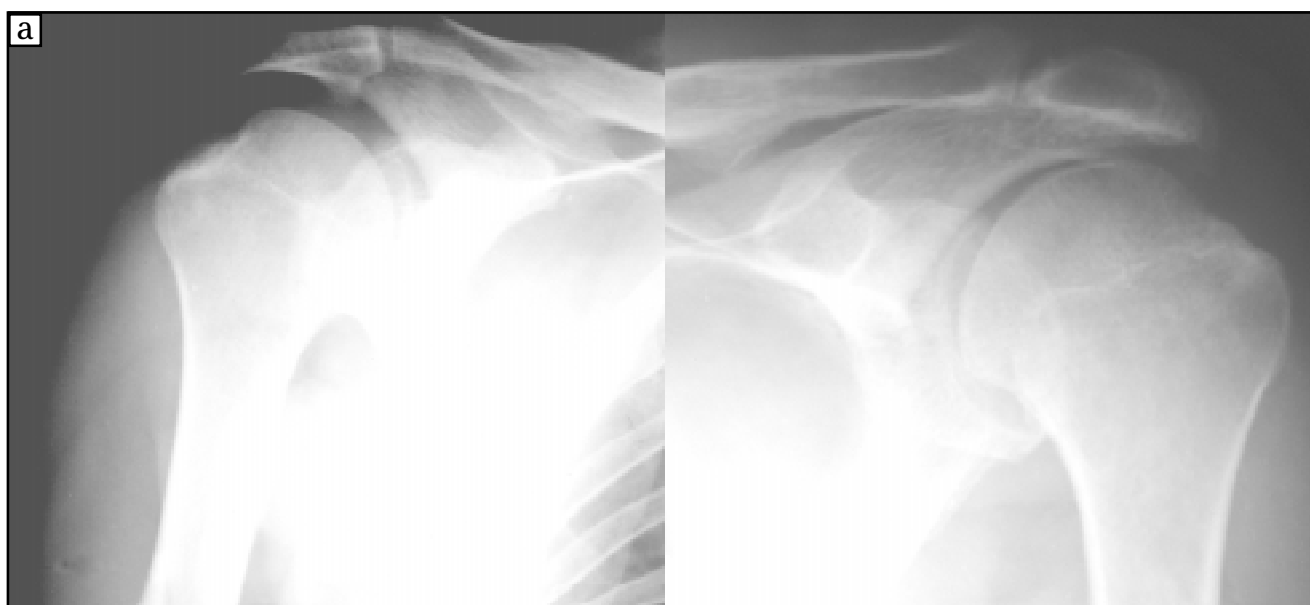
Рентгенограма хворого Д., 46 р., з псоріатичним артритом: а — плечові суглоби у прямій проекції. Визначається крайова деструкція (ерозія) анатомічної шийки, частково — головки і великого горбика плечових кісток, більше справа (нагадує *caries sicca tuberculosis*), гіперостози проксимальних частин діяфізу плечових кісток, також більше справа; б — ліктьовий суглоб у прямій проекції. Визначається ерозія зовнішнього надвиростка плечової кістки, звапнення і скостеніння в ділянці внутрішнього надвиростка. Псоріатична ерозивна ентезопатія
